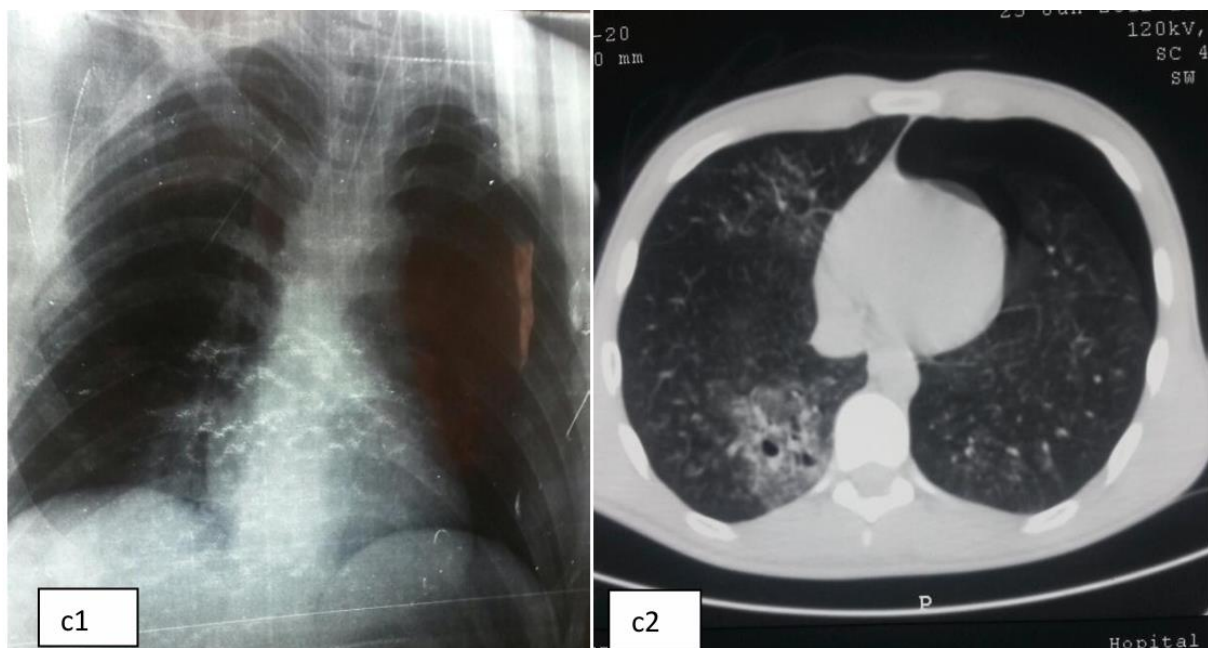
C1 : La radiographie pulmonaire ne montre aucune anomalie / c2 : La TDM thoracique en coupe axiale montre des foyers de contusions pulmonaires bilatérales plus marqués à droite avec une image de pneumatocele à droite et un pneumothorax partiel, antérieur gauche. [22]
